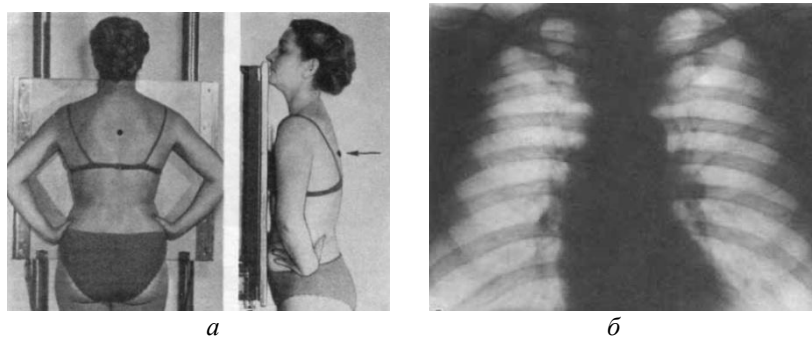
а – укладка для рентгенографии легких в передней прямой проекции; б – рентгенограмма легких в той же проекции
